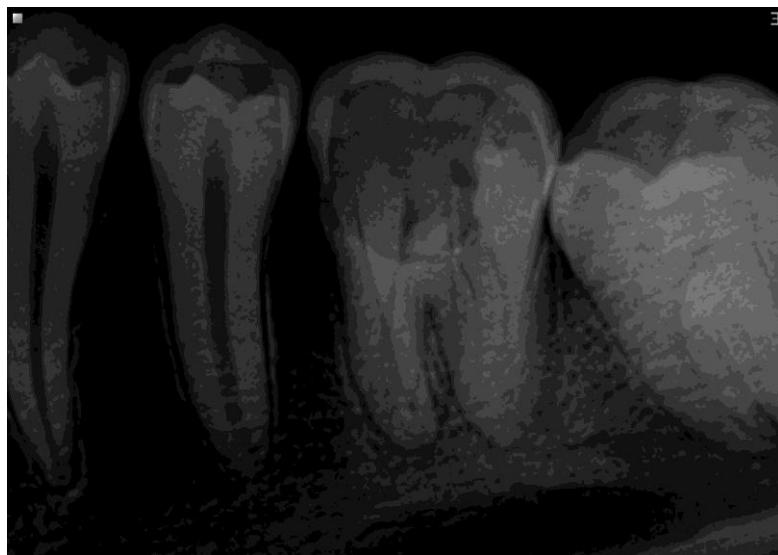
Radiografia periapical de diagnóstico
